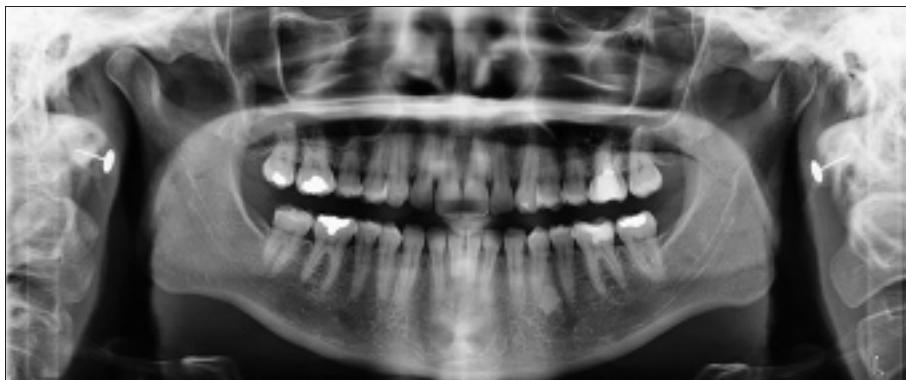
Radiographie en fin de traitement On ne note ni perte osseuse ni résorption radiculaire.
